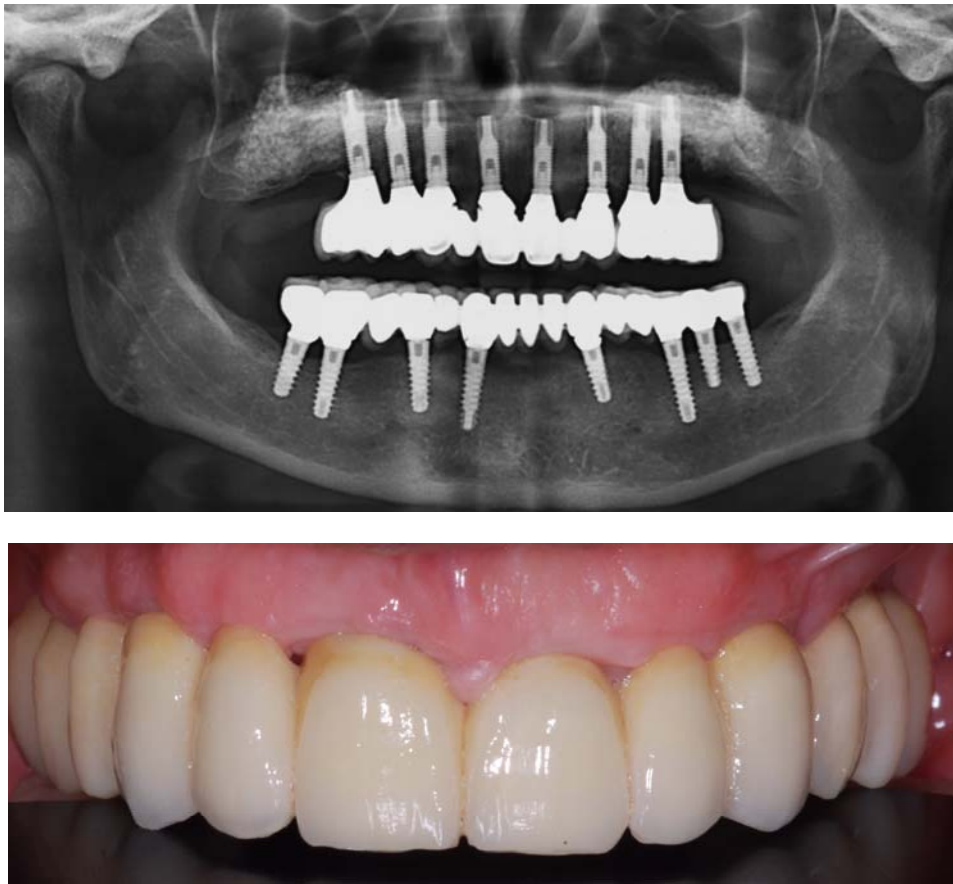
Controles postoperatorios tras la colocación de la prótesis dental: clínicos y con la ortopantomografía.
